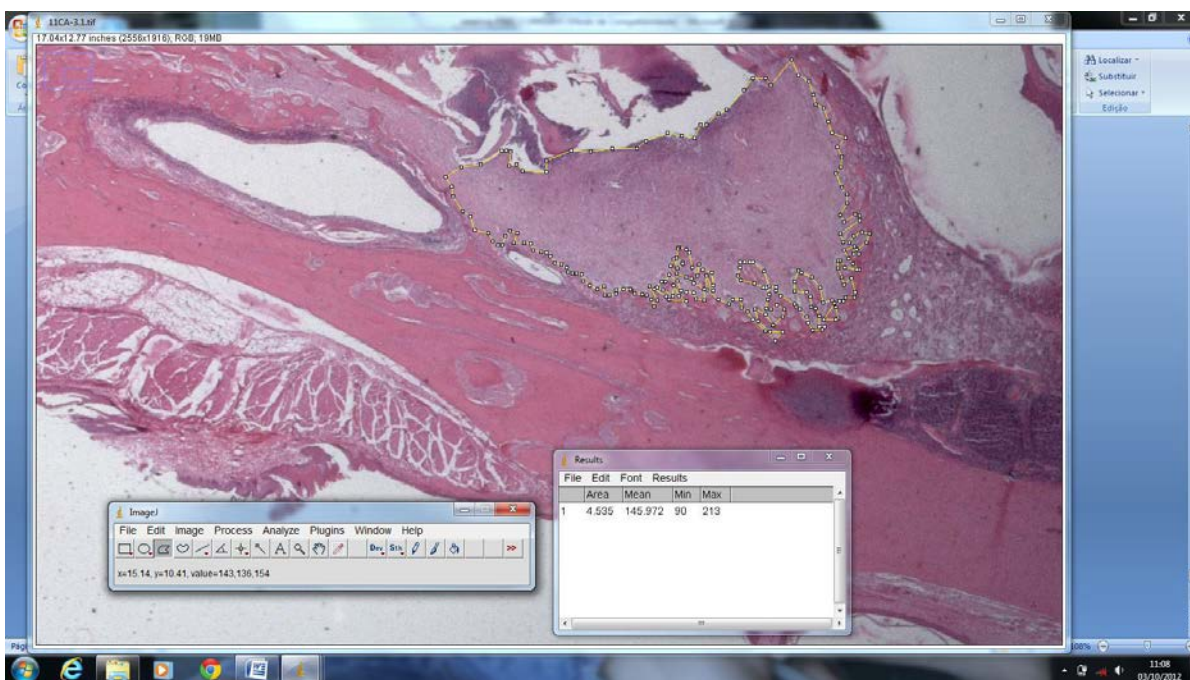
Área de tecido conjuntivo fibroso da região periapical, delimitada e mensurada
